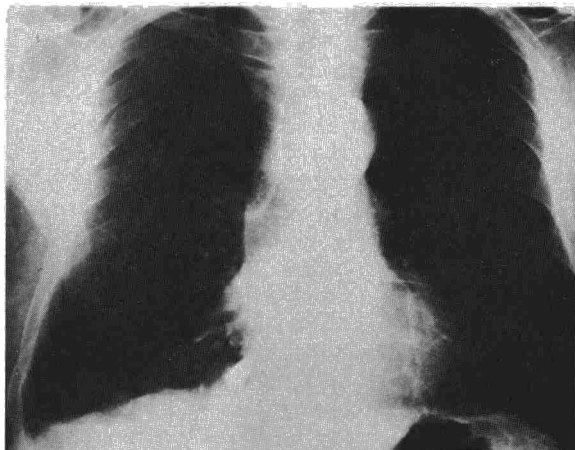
Radiografía posteroanterior al ingreso, con el cuerpo extraño proyectado en el ángulo cardiopréncico derecho.
